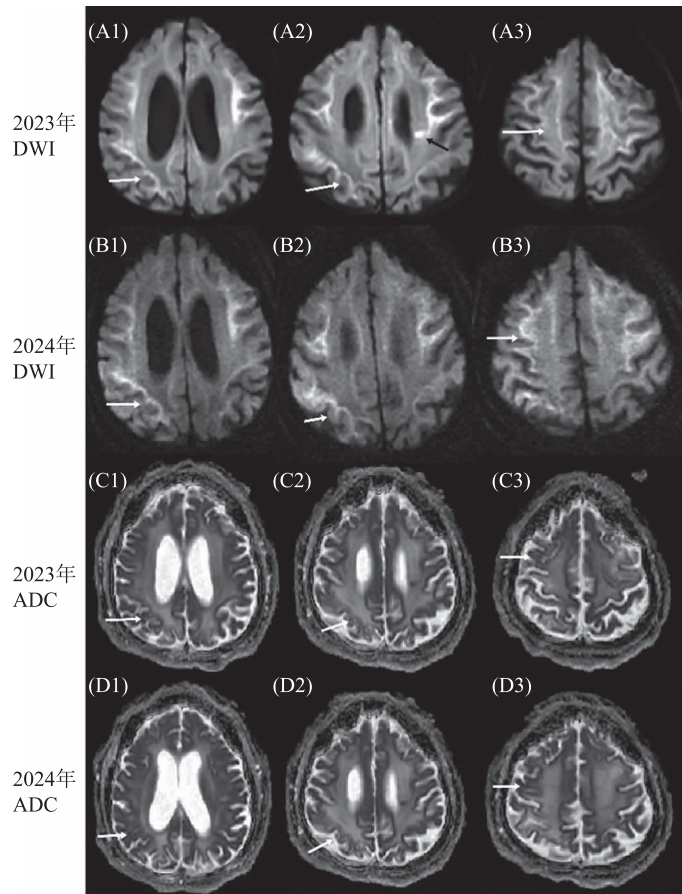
A-B 为 2024 年 DWI 示大脑双侧额顶叶皮髓质交界处不对称曲线样高信号影, 即“花边征” (白色箭头), 与 2023 年相比未见明显变化; A2 为左侧侧脑室旁急性期脑梗死病灶 (黑色箭头); C-D 为 MR 表观弥散系数 (Apparent diffusion coefficient, ADC) 低信号影对应 DWI 上高信号影 (白色箭头)
